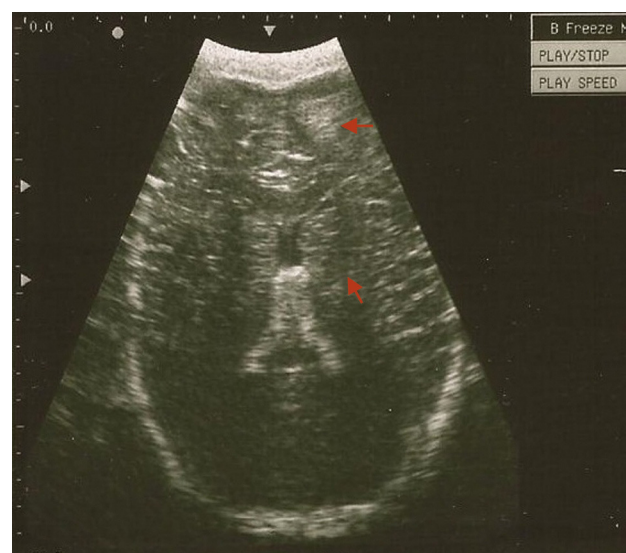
Ecografía transcraneana en proyección axial del mismo paciente. Se evidencia una contusión hemorrágica (flecha).
